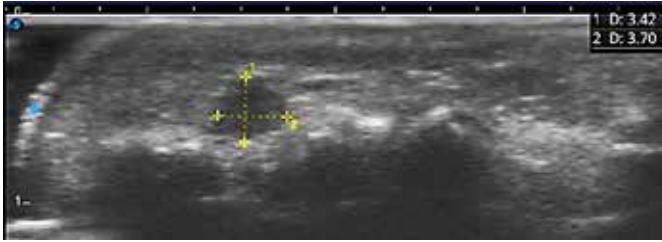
USG no corte longitudinal onde visibilizamos imagem ovalada, hipoeoica e irregularidade da superfície óssea.
